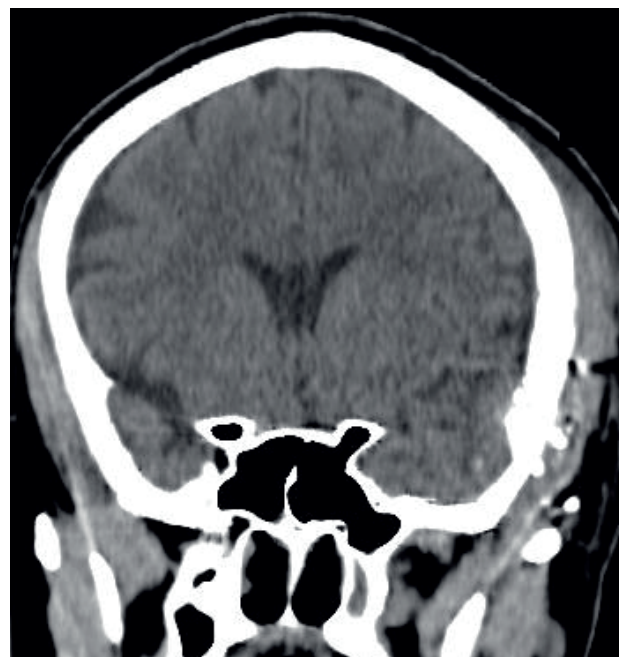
МСКТ: зліва – 3D-реконструкція; справа – коронарний скан пораненого з вогнепальним непроникаючим множинним осколковим сліпим черепно-мозковим пораненням: вдавнений перелом лівої скроневої кістки, множинні рани м'яких тканин склепіння черепа в лівій скронево-лобній ділянці, вогнищевий забій лівої скроневої частки, субарахноїдальний крововилив
